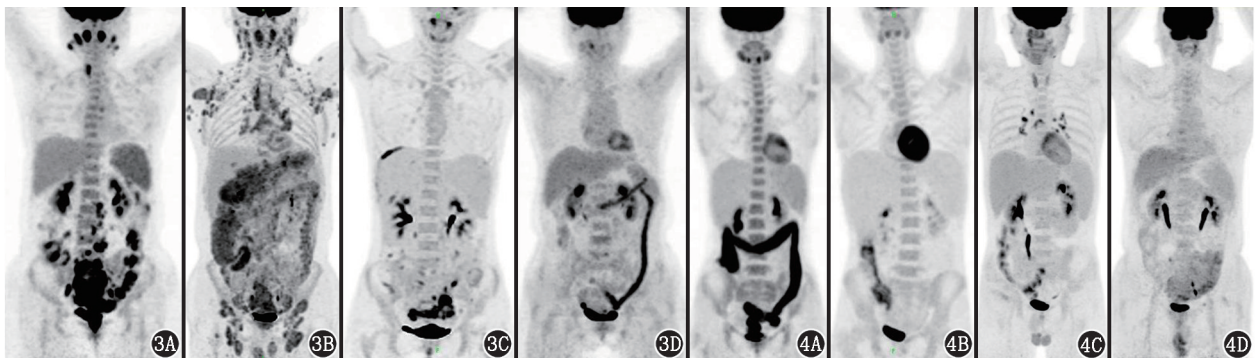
血液肿瘤肠道受累患者的¹⁸F-FDG PET/CT 显像图。3A.滤泡性淋巴瘤患者(女,50岁)PET/CT 显像可见结直肠、全身多发淋巴结代谢增高;3B.套细胞淋巴瘤患者(男,47岁)PET/CT 显像可见结直肠、回肠末段、胃代谢增高,全身多组淋巴结代谢增高;3C.自然杀伤(NK)/T 细胞淋巴瘤患者(女,29岁)PET/CT 显像可见结直肠代谢增高灶,腹膜多处代谢增高灶;3D.多发性骨髓瘤继发结直肠淀粉样变患者(女,63岁)PET/CT 显像可见结直肠节段性代谢增高
